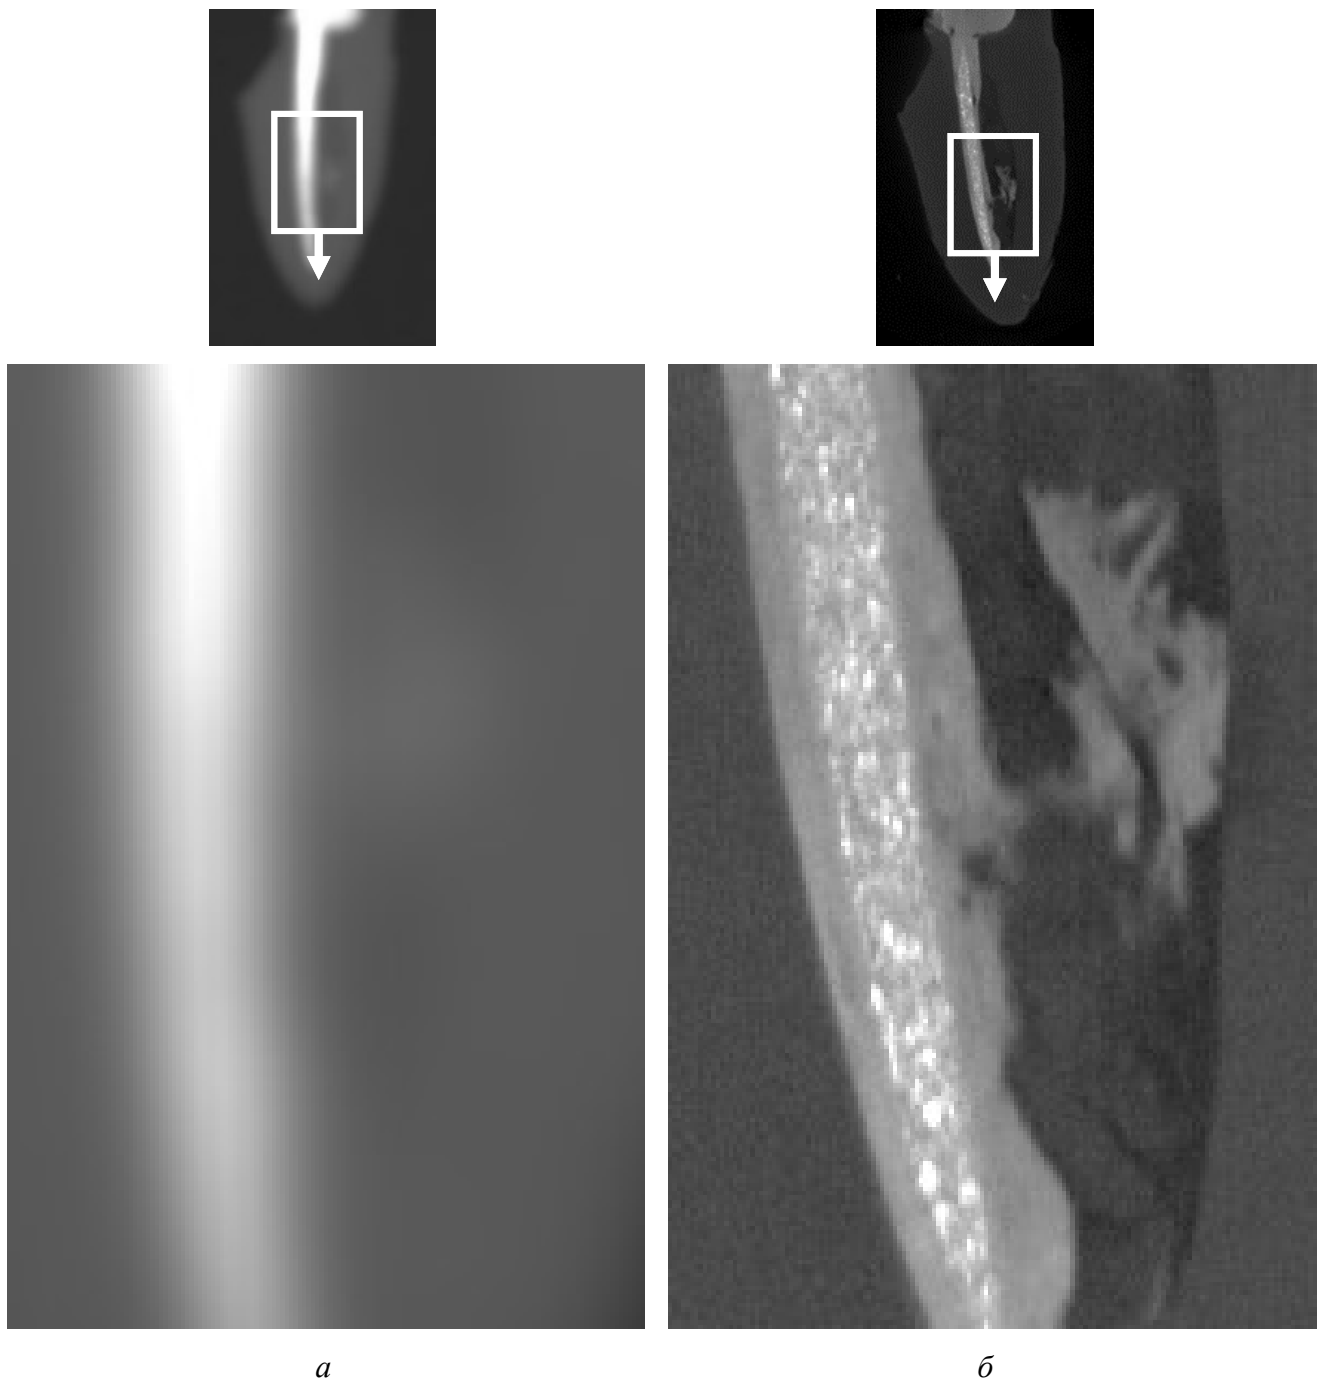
Фрагменты изображений средней части корня зуба, пролеченного термопластифицированной гуттаперчей на пластиковом носителе в сочетании с силером на основе эпоксидной смолы, в продольной плоскости: *а* – КЛК-томограмма. Очертания содержимого корневого канала размытые, структура пломбировочного материала однородная; *б* – микроКЛК-томограмма. Щелевидный корневой канал наполовину заполнен фрагментами дентина. Пломбировочный материал неравномерно распространяется между фрагментами дентина. Силер и гуттаперча не различимы
